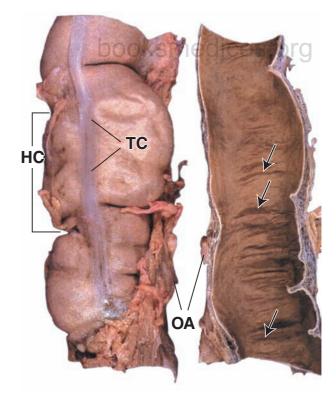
A Fotografía del intestino grueso. Esta fotografía muestra la superficie externa (serosa) (a la izquierda) y la superficie interna (mucosa) (a la derecha) del colon transverso. En la superficie externa, se deben notar las características distintivas del intestino grueso: una banda de musculo liso bien definida que corresponde a una de las tres tenias del colon (TC); las haustras colónicas (HC) o saculaciones del colon ubicadas entre las tenias y los apéndices omentales (OA), que son pequeñas proyecciones peritoneales repletas de tejido adiposo. La superficie mucosa lisa exhibe pliegues semilunares (flechas) formados como respuesta a las contracciones de la muscular externa. Compárese la superficie mucosa que se muestra aquí con la del intestino delgado (fig. 17.17).
